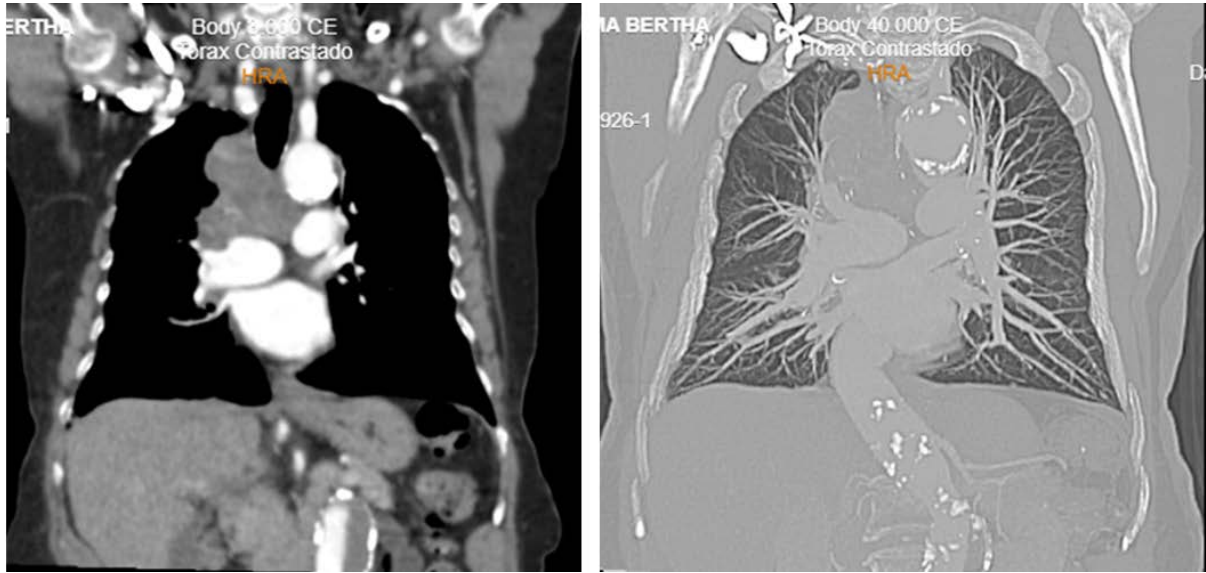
TAC de tórax. Masa de tejidos blandos irregular localizada en el mediastino superior y medio, con densidad uniforme, bordes lobulados, rodeando la vena cava superior.
